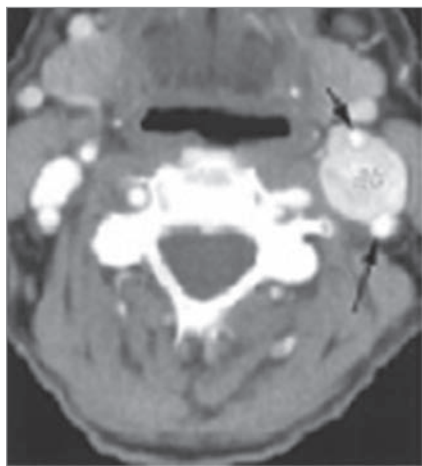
КТ. Каротидная парангангиома слева
